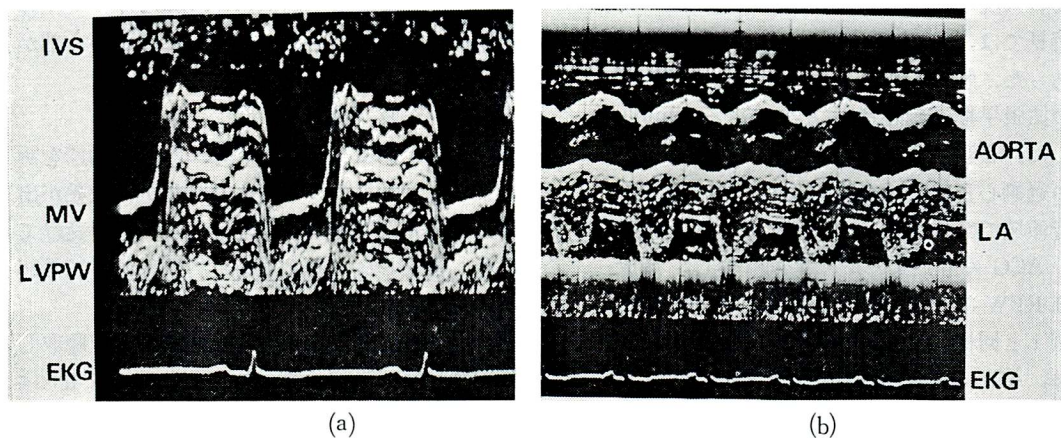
Echocardiogram in case 1
